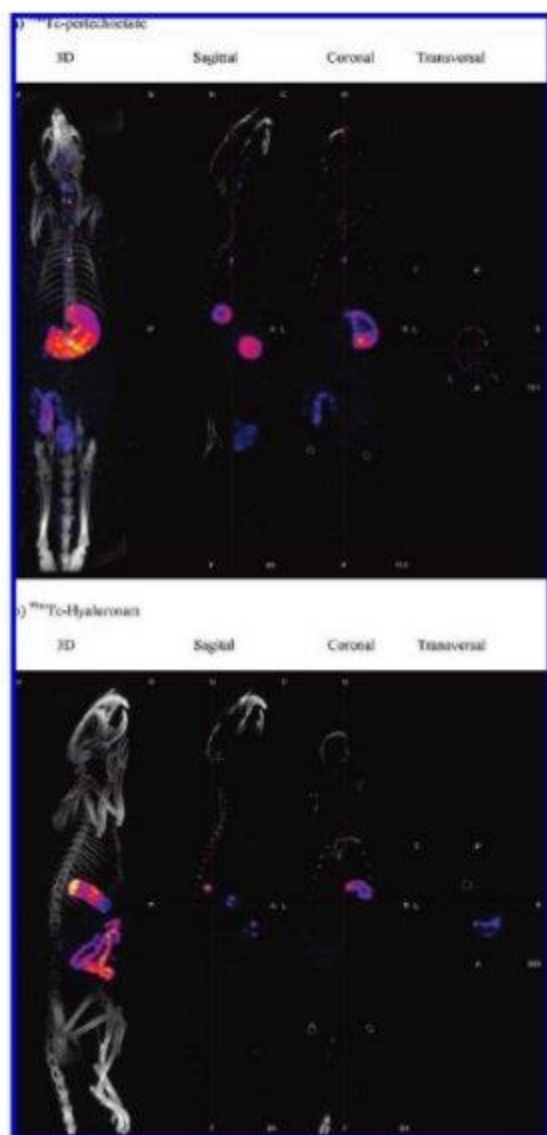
Scansioni NanoSPECT/CT di due ratti 6 h dopo la somministrazione di (a). ^{99m}Tc -pertechnetate o (b) ^{99m}Tc -hyaluronan (HyaMax). Entrambi i ratti hanno ricevuto la stessa dose di radioattività (100 MBq). Sono presentate le immagini a corpo intero (3D), sagittali, coronali e trasverse. La radioattività è chiaramente visibile in tiroide, ghiandole salivari, stomaco, vescica urinaria e tessuti molli dopo il Tc- pertechnetate, ma dopo il Tc-hyaluronan, solo il tratto alimentare mostra radioattività con questa impostazione di guadagno.
